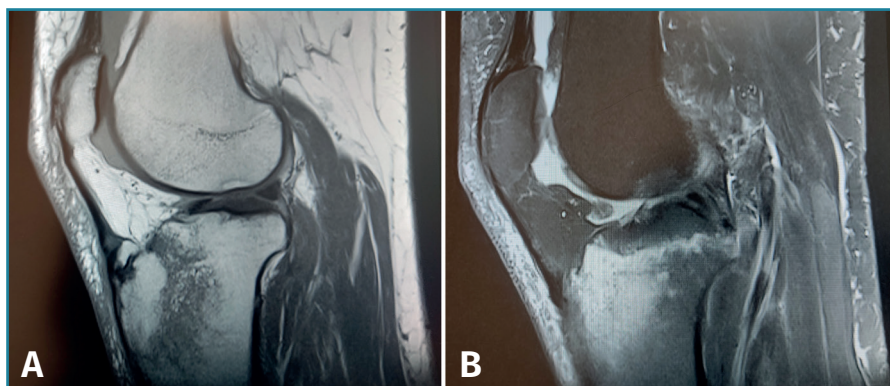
Resonancia magnética de rodilla, cortes sagitales, con rotura del ligamento cruzado posterior, se aprecia edema óseo en la parte más anterior de los platillos tibiales por mecanismo de hiperextensión. A: secuencia potenciada en T1; B: secuencia potenciada en T2.
